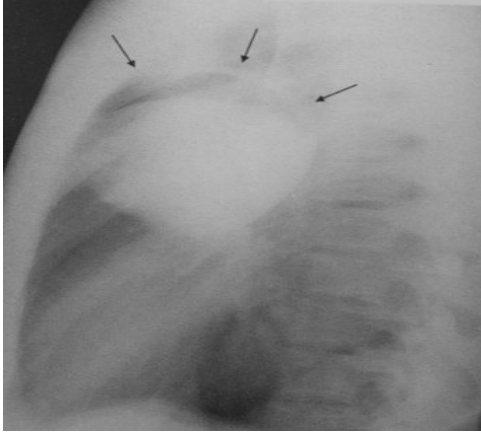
Akciğer hidatik kistin PA grafide ve BT'deki görünümü
